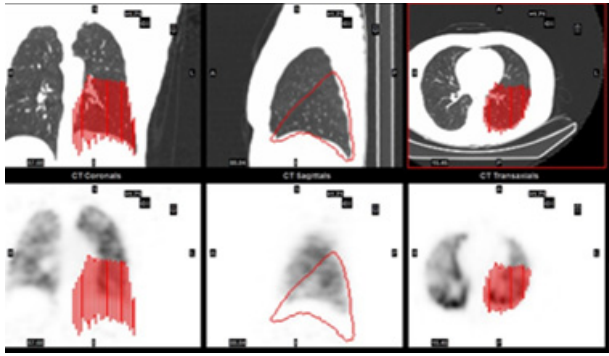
This is the process of setting Region of interests for each two slices using CT images.
